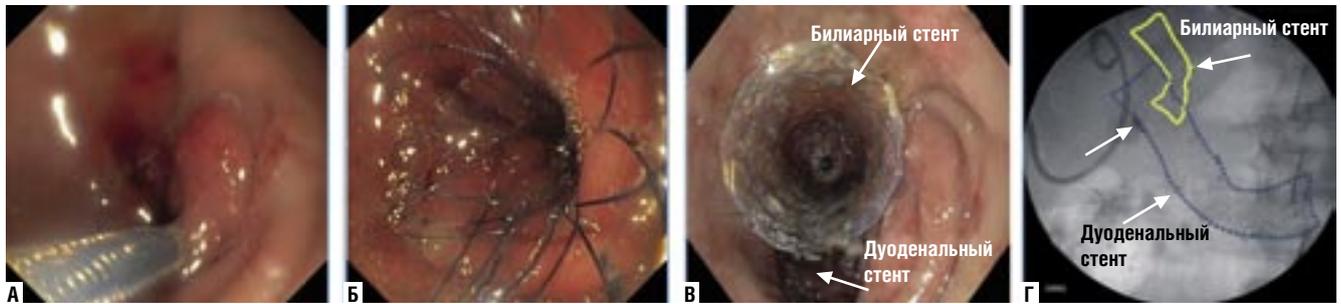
Эндосфото: А – опухолевый дуоденальный стеноз; Б – установленный пилородуоденальный стент; В – вид после установки билиарного и пилородуоденального стентов; Г – рентгенограмма после установки билиарного и пилородуоденального стентов
